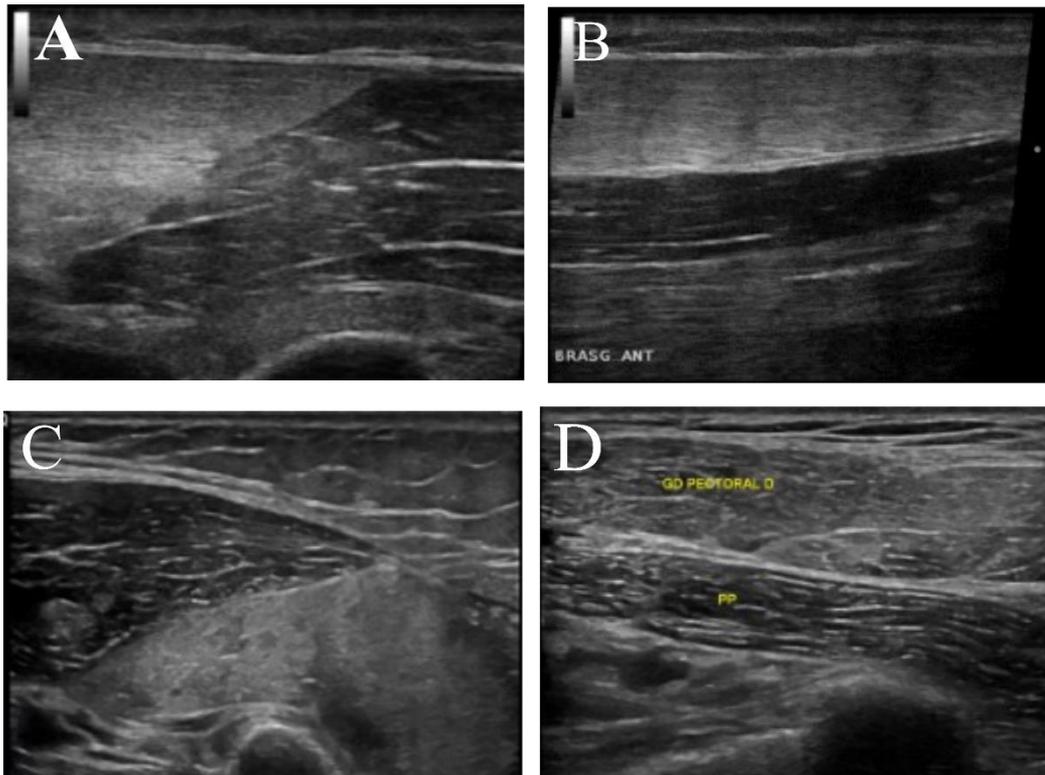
Aspect échographique des parties molles lésées : œdème musculaire avec aspect "un muscle noir un muscle gris" caractéristique. A :Muscle triceps brachial gauche en coupe axiale ; B :Muscle triceps brachial gauche en coupe sagittale ; C :Muscle triceps brachial droit coupe axiale; D :Muscle pectoraux en coupe sagittale.
